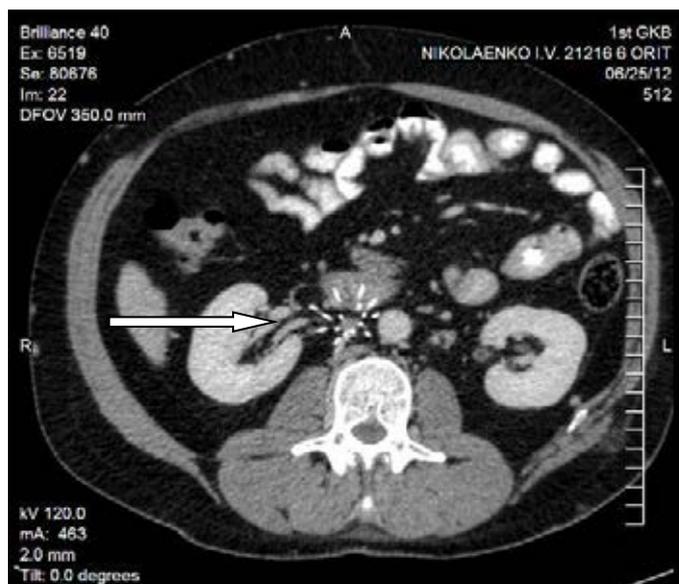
«Ножки» кава-фильтра «Осот» (указан стрелкой) определяются вне просвета нижней полой вены, проникая в просвет двенадцатиперстной кишки. Компьютерная томограмма брюшной полости, поперечная проекция.
